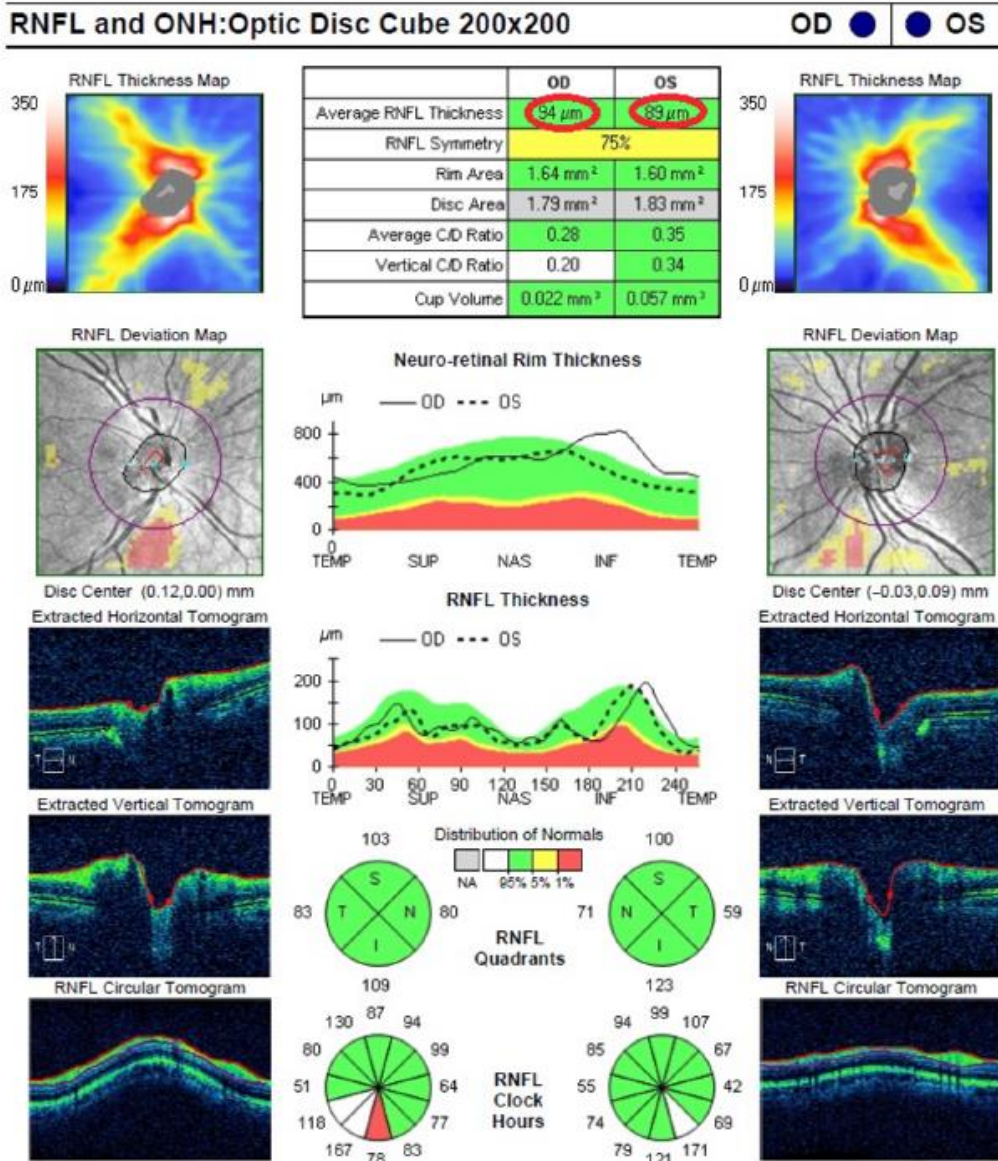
Figure shows a OCT analysis. Average RNFL values, we used, are highlighted in red circle. OCT – optical coherence tomography, RNFL – retinal nerve fibre layer.
